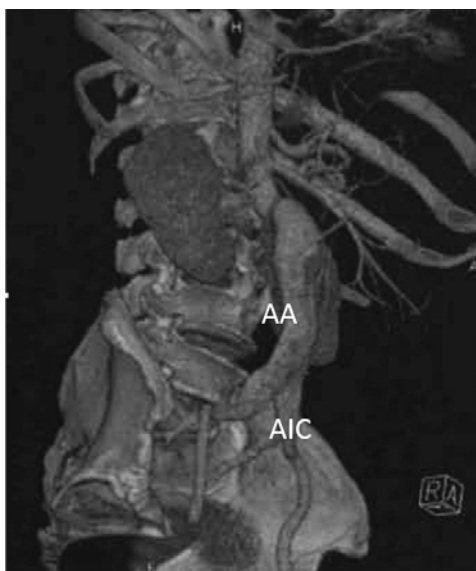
Пациент А., 71 год. Инфраренальная аневризма брюшной аорты с вовлечением в процесс подвздошных артерий. Реконструированное объемное КТ-изображение в правой косой проекции. Визуализируется диффузное расширение инфраренального отдела брюшной аорты (АА) до 43 мм и обеих общих подвздошных артерий (АIC) до 26 мм
